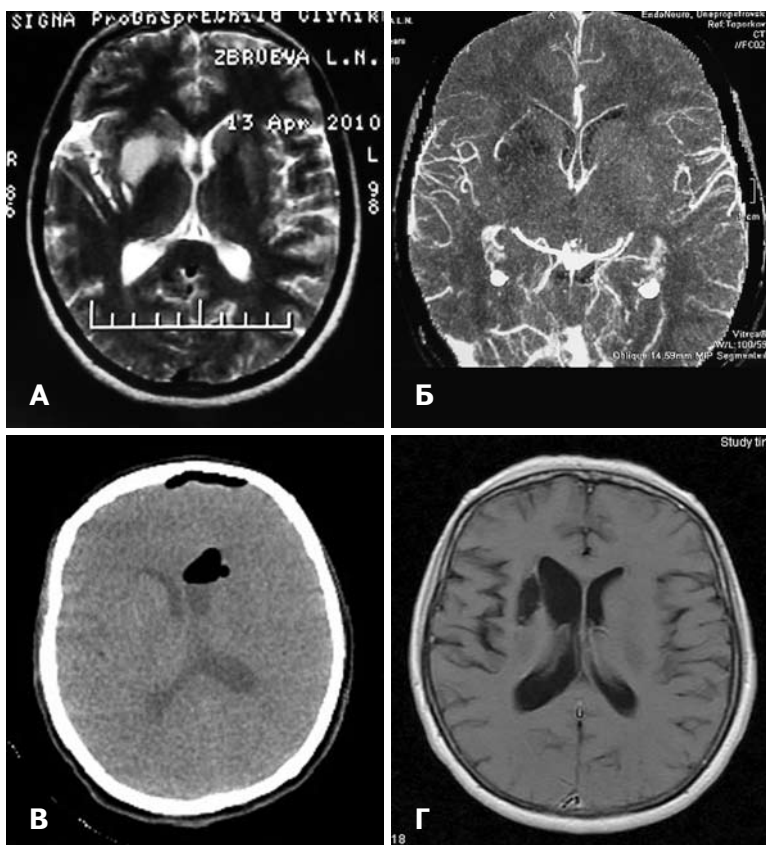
Результати нейровізуалізуючих методів дослідження хворої З. з пухлиною підкіркових гангліїв на етапах лікування. А — МРТ до операції, Б — СКТА до операції; В — АКТ після біопсії; Г — МРТ з внутрішньовенним підсиленням через 3 міс після променевої терапії.
